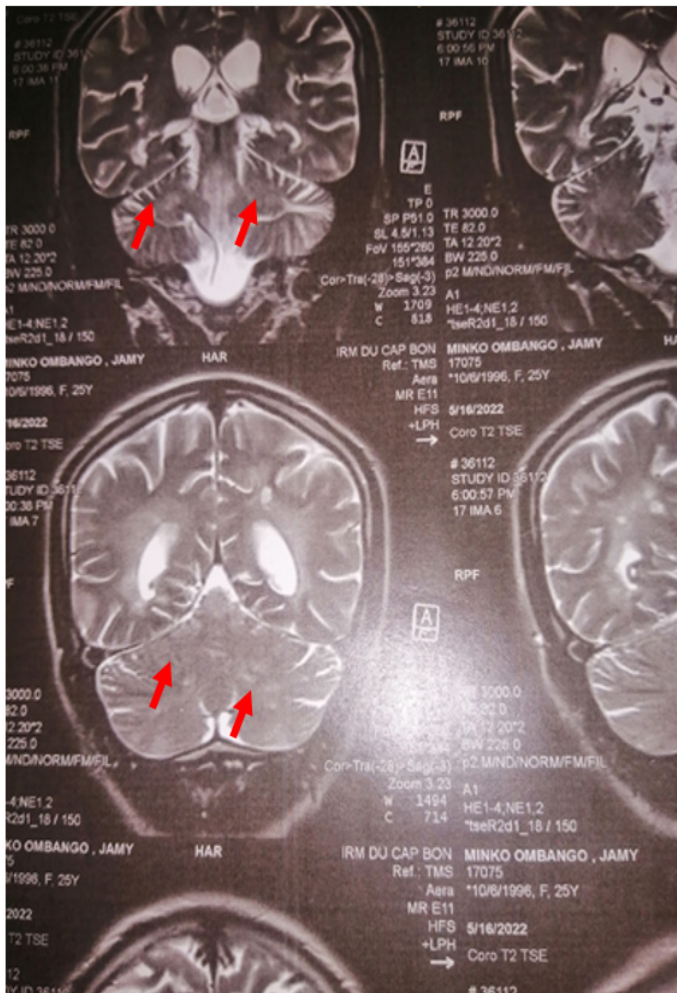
IRM encéphalique T2 en coupe coronale : Hypersignaux globalement symétriques et bilatéraux au niveau du cervelet.
